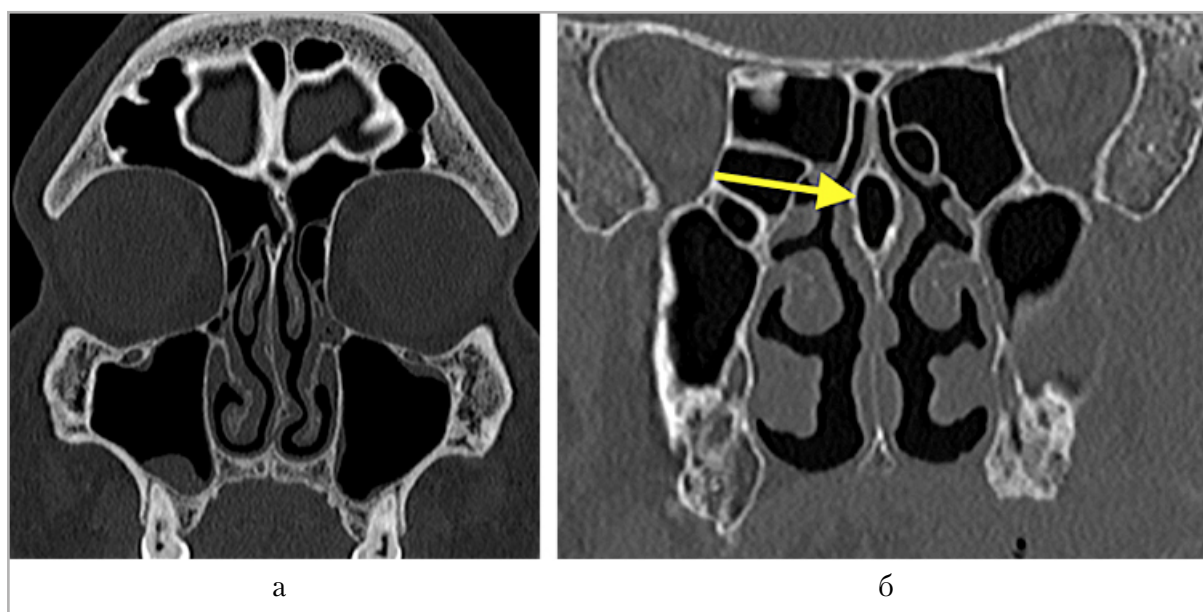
Фрагменты компьютерных томограмм околоносовых пазух в корональной плоскости. Определяется искривление перегородки носа с наличием костного гребня, деформирующего левую нижнюю носовую раковину (а), а также пневматизированная костная часть перегородки носа (б, желтая стрелка)
